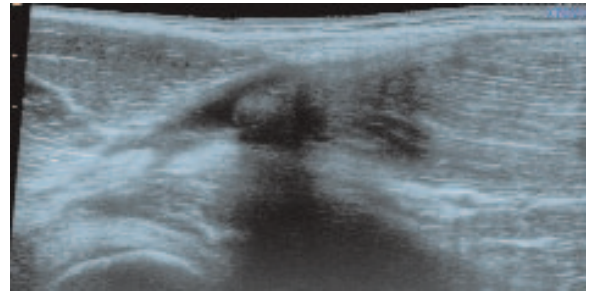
Désinsertion du droit fémoral sur la jonction myotendineuse (coupe sagittale en échographie).
